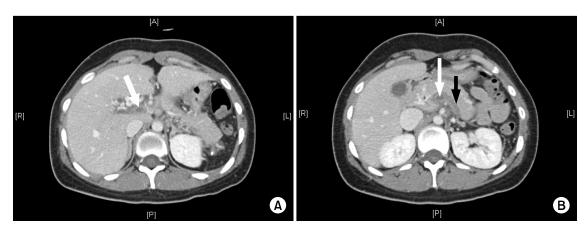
Contrast enhanced abdominal pelvic computed tomography scan after anticoagulation treatment for 1 week shows a decreased thrombus size in the portal vein (white arrow) (A), superior mesenteric vein (white arrow), and splenic vein (black arrow) (B). Multiple collateral vessels are noted at the pericholedochal area.
